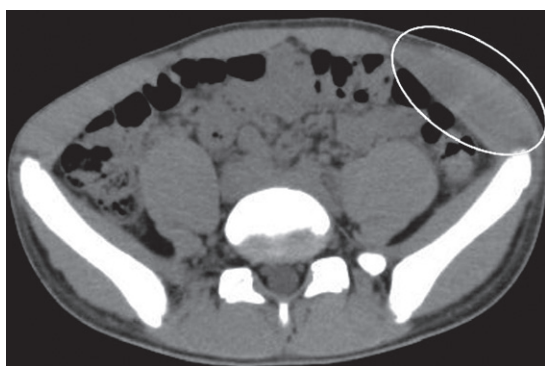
腹部～骨盤部単純 CT. 左腸骨翼表在の比較的限局された軟部組織腫脹，筋内の低吸収域を認める．骨条件において腸骨の骨折線は認めない．腹腔内の free air 等は認めない．
